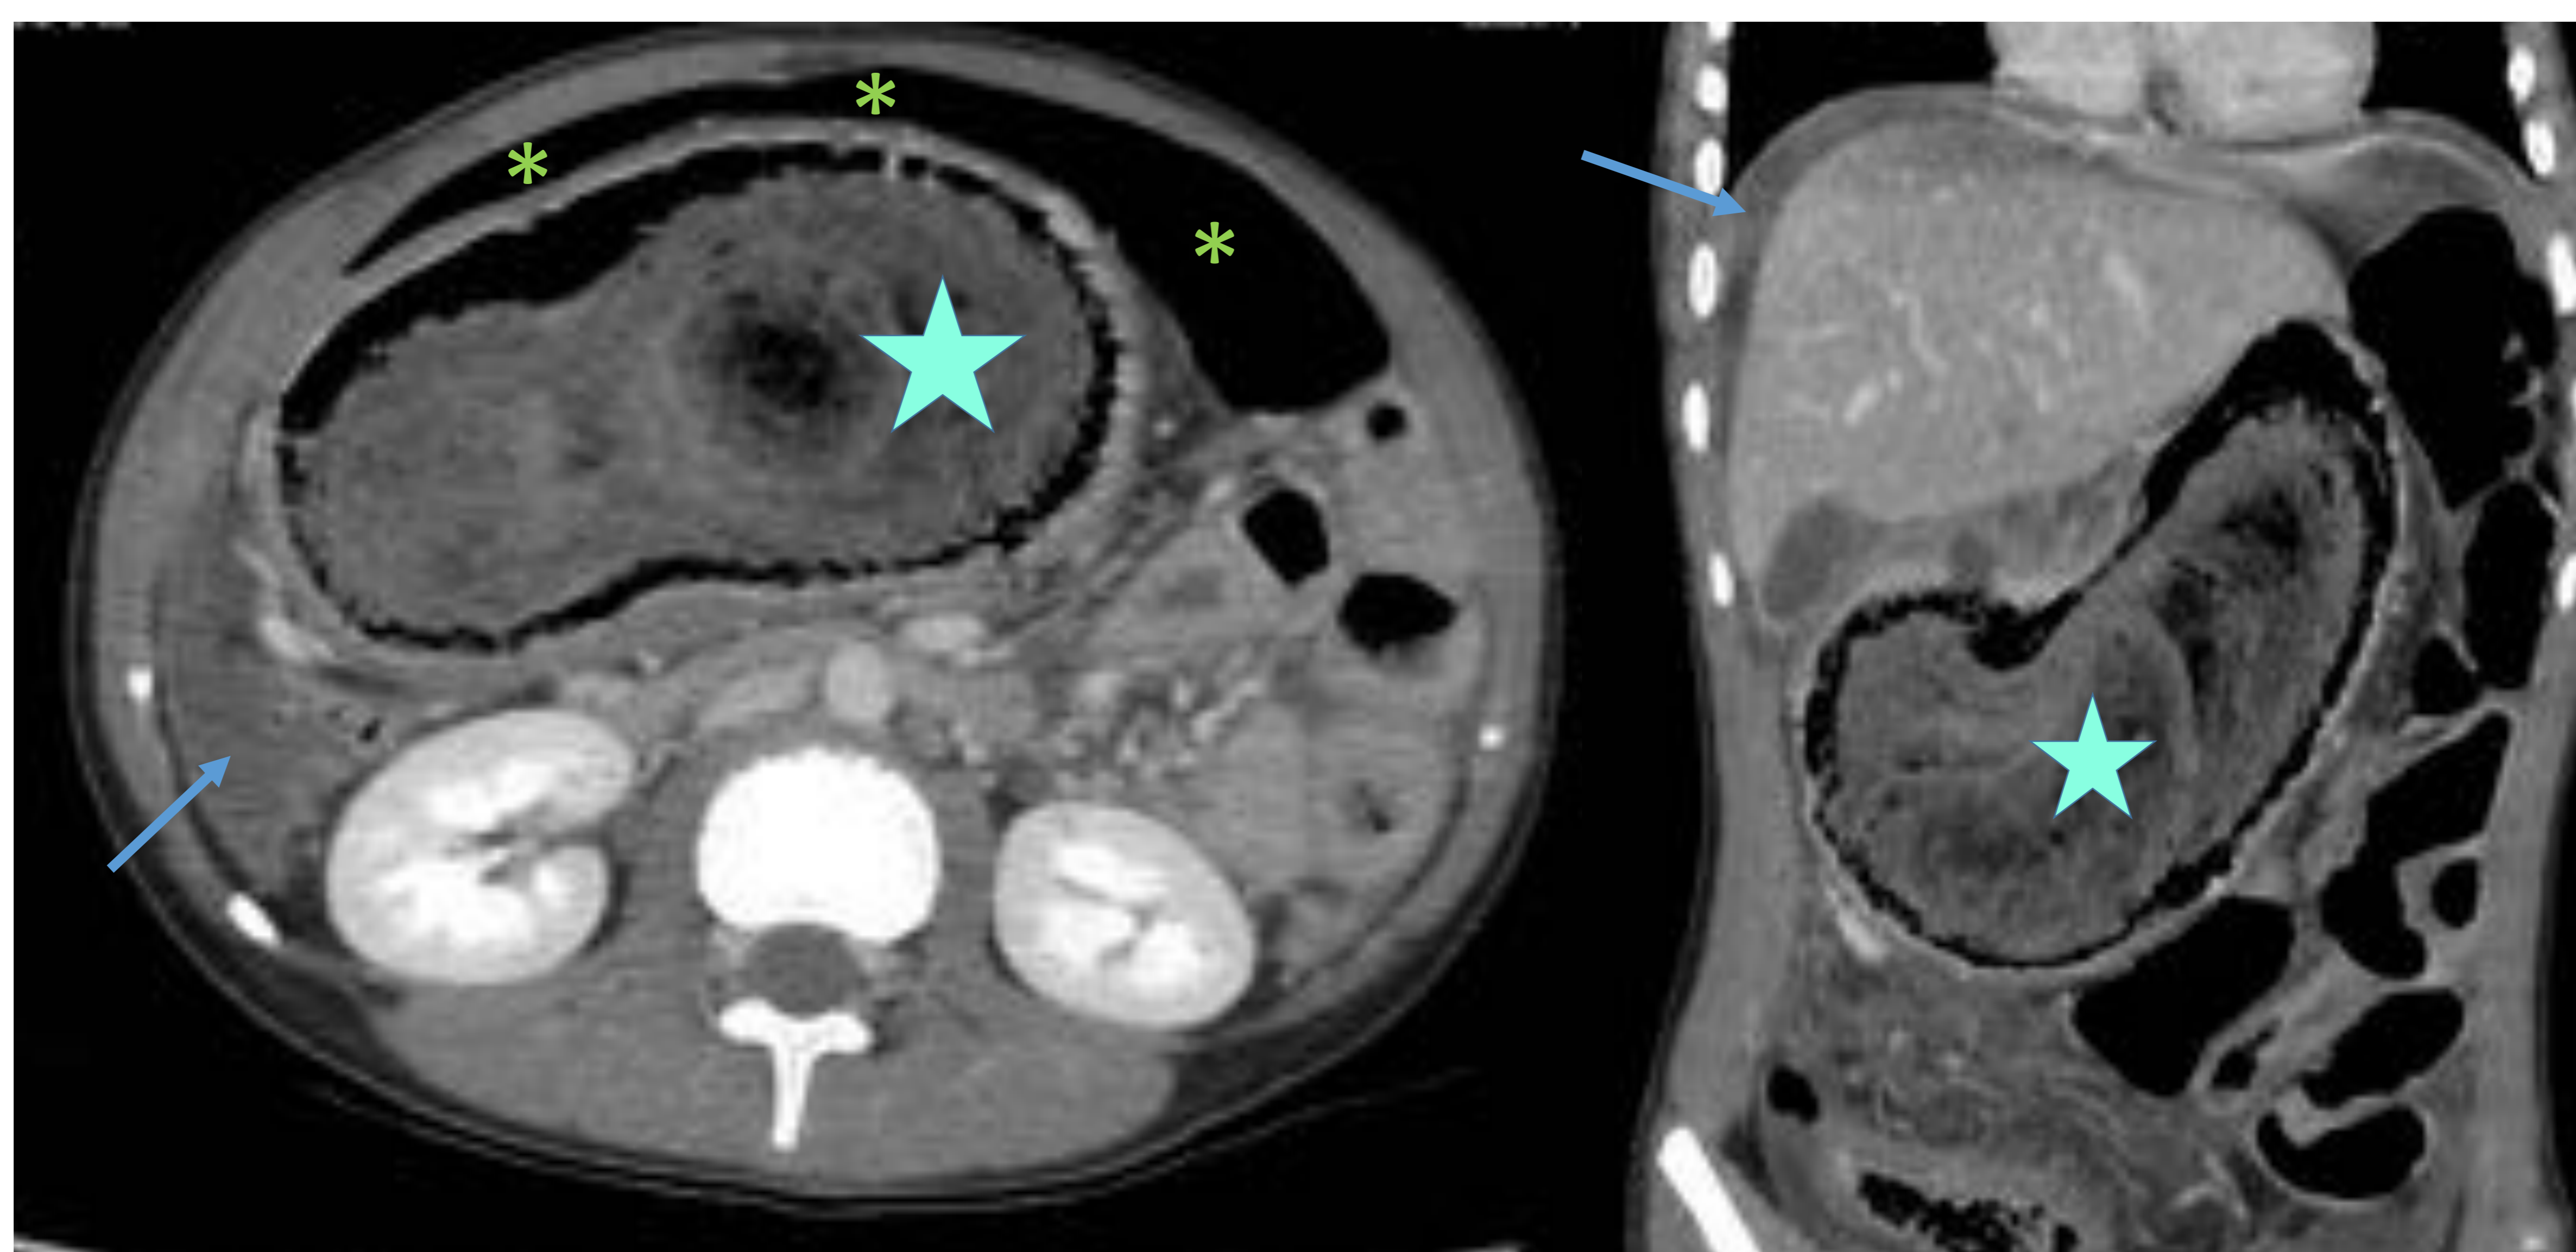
Niña de 11 años con antecedentes de tricotilomanía y tricofagia, que acude por dolor abdominal y vientre en tabla. En el TC se identifica una voluminosa masa intragástrica con patrón en miga de pan (estrella), neumoperitoneo (asteriscos) y líquido libre (flechas), que dados los antecedentes es compatible con perforación secundaria a tricobezoar y peritonitis.
